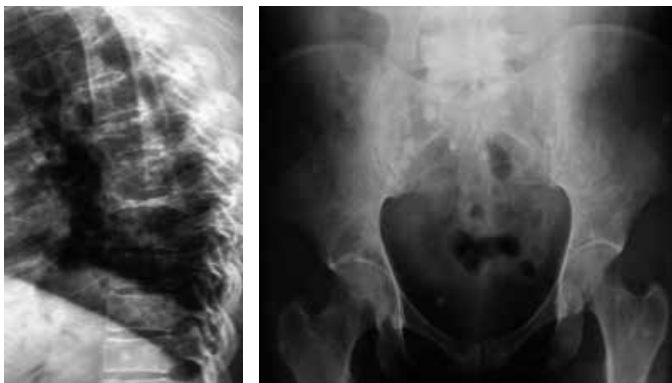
Radiografias da coluna dorsal em perfil (A) e da bacia (B) evidenciaram nódulos hiperdensos no fêmur, pelve e coluna, com achatamento do corpo vertebral.
